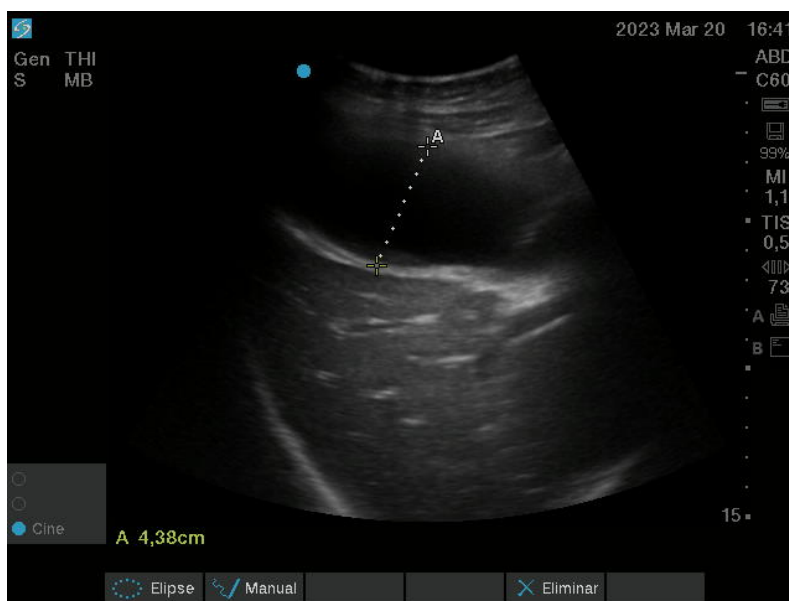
Ecografía abdominal con sonda cóncava. Dilatación de la vesícula biliar de 4,38 cm, con engrosamiento subjetivo de pared, sugestivo de colecistitis aguda
